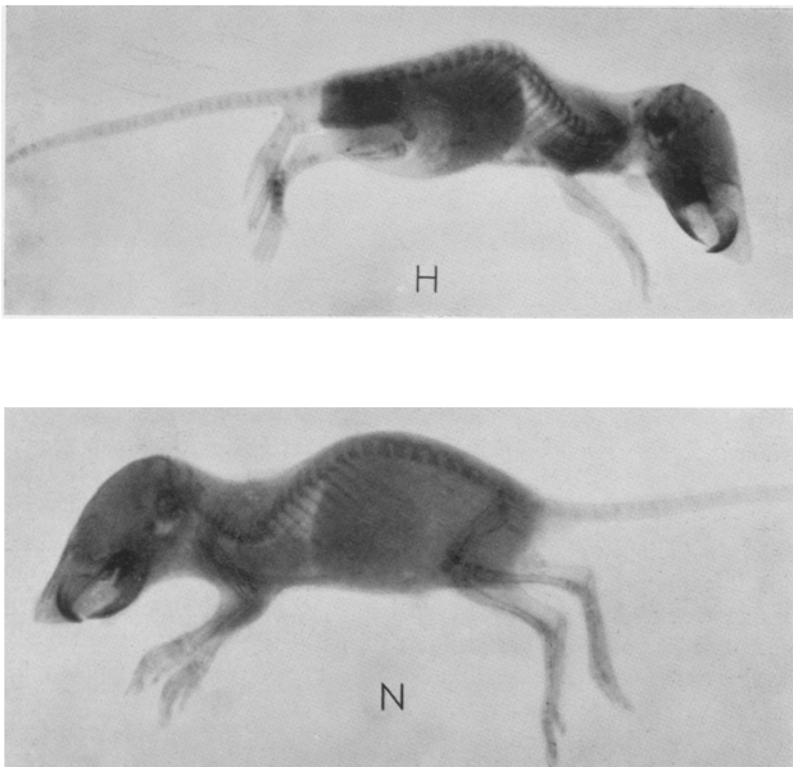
Seitliche Röntgenaufnahme der hypervitaminösen Zwergratte mit der einer normalen Ratte derselben Größe verglichen. (*H* = Hypervitaminöse Ratte; *N* = Normale Ratte.)
